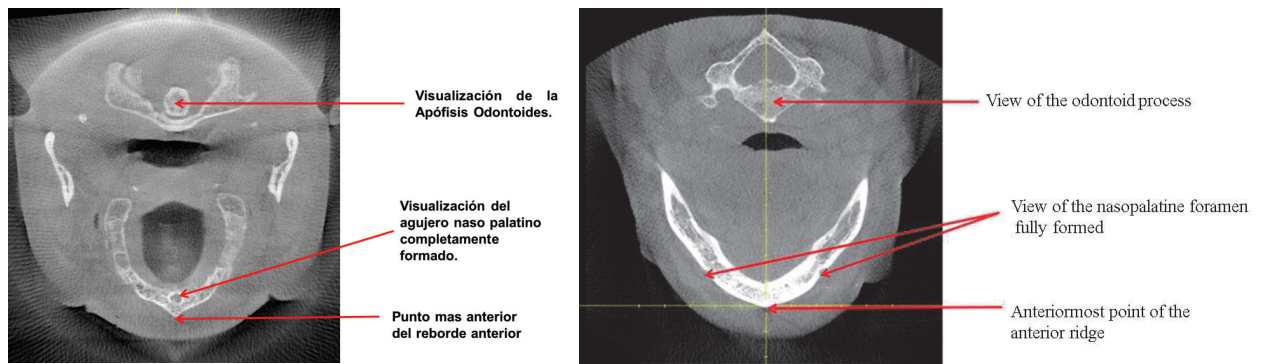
Estructuras anatómicas de referencia del corte del reborde residual superior observadas con el sistema Galileos Cone Beam
